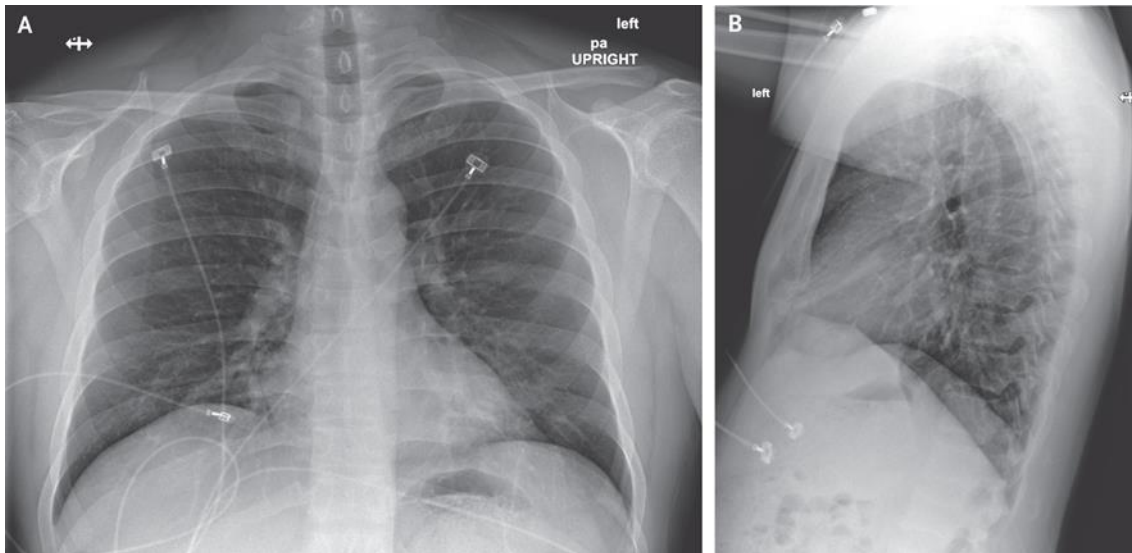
Posteroanterior and Lateral Chest Radiographs, January 22, 2020 (Illness Day 7, Hospital Day 3).
